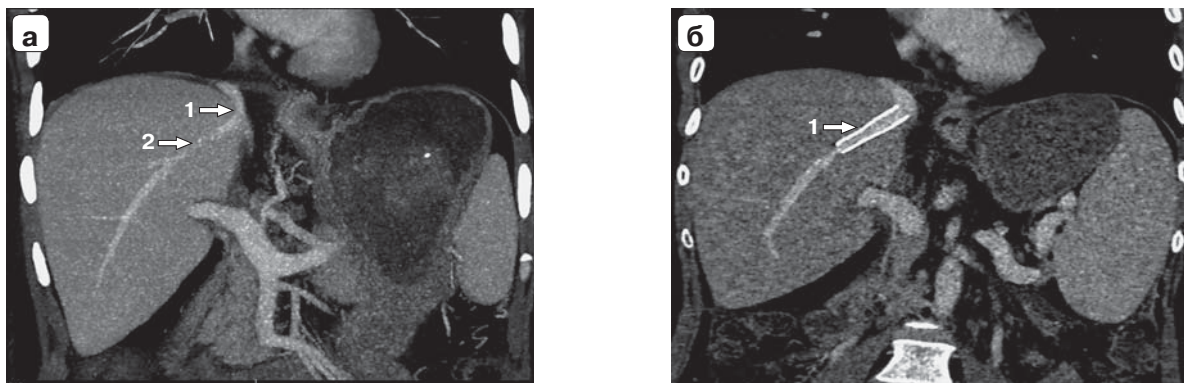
Компьютерные томограммы. Сдавление ППВ гипертрофированным трансплантатом: а — до коррекции; 1 — гепатикокавальный анастомоз, 2 — зона сдавления вены; б — после коррекции; 1 — стент в ППВ.
